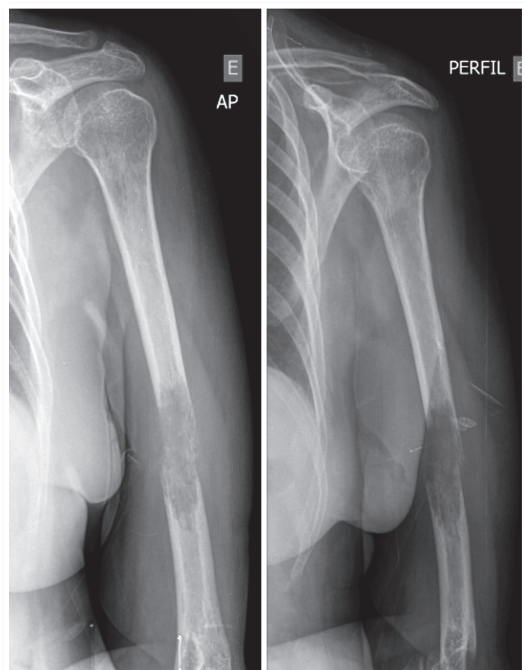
20 dias após a primeira radiografia. Aumento da lesão com fratura patológica
